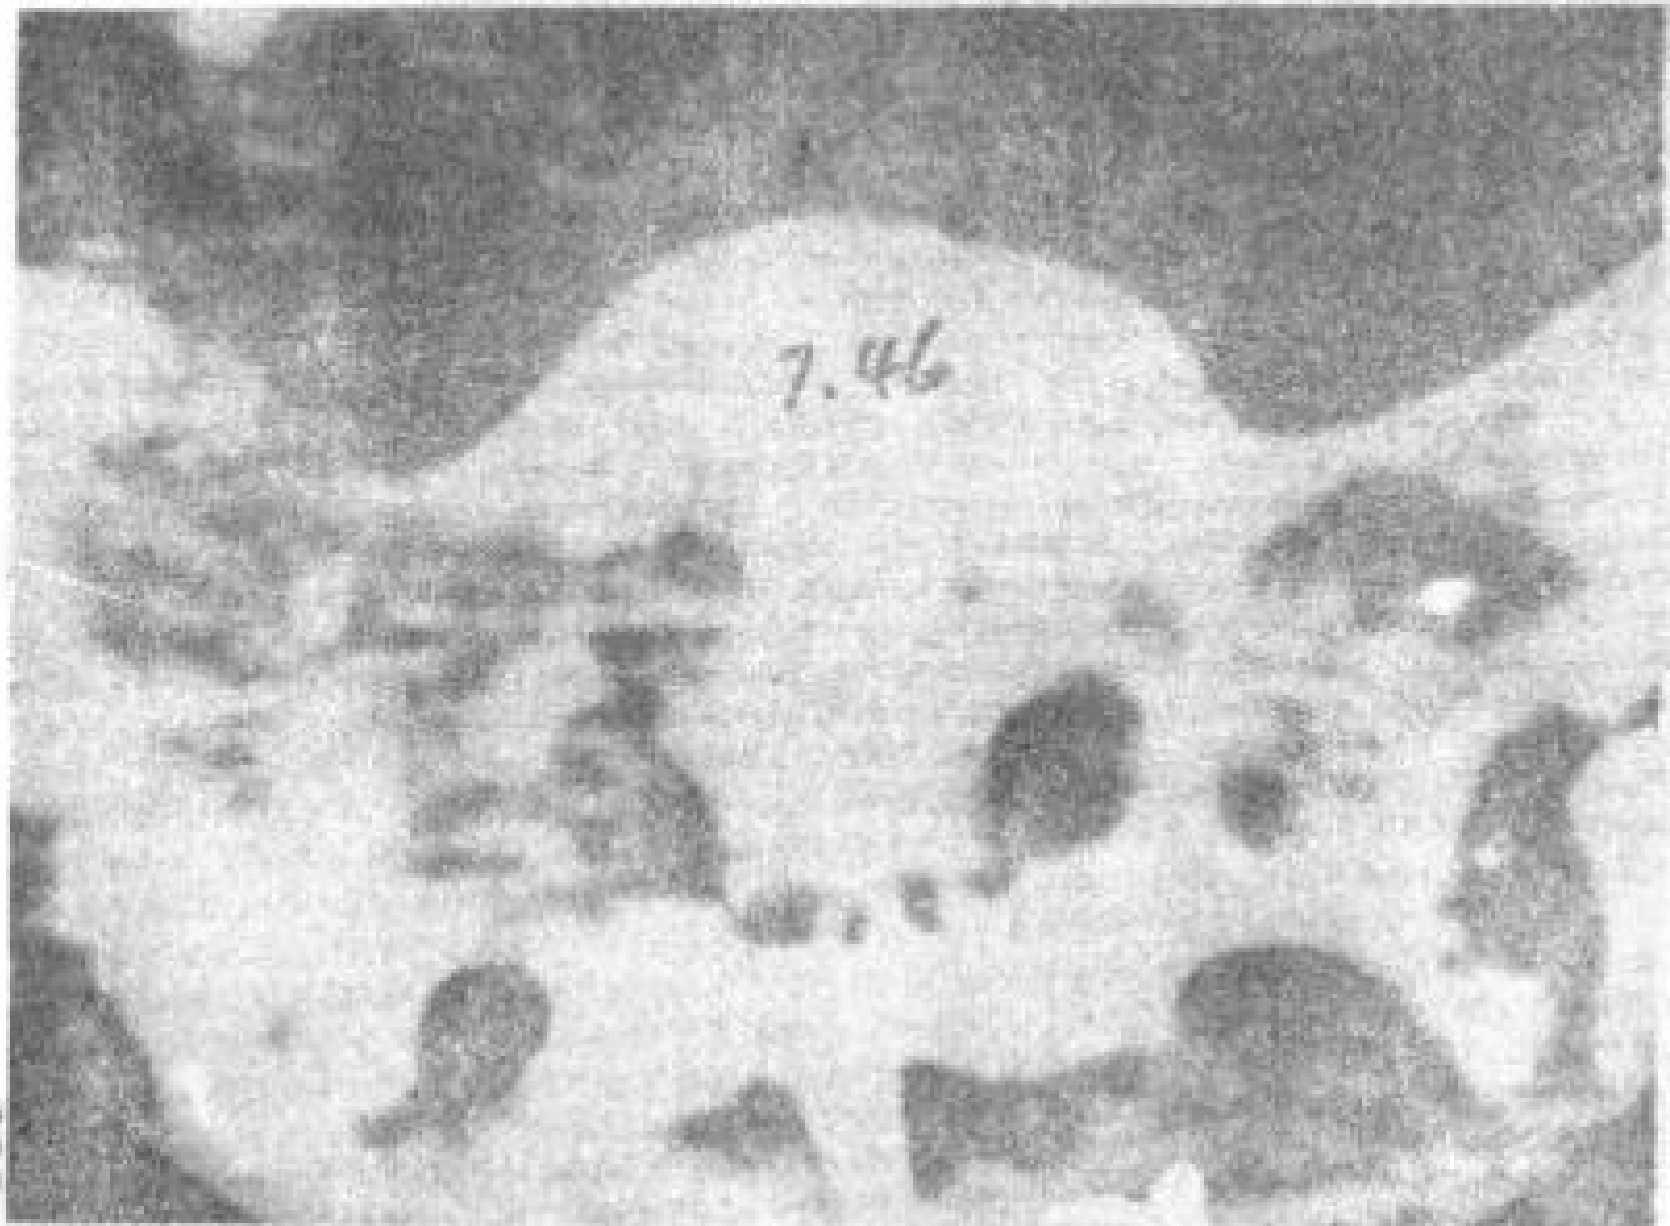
乳腺癌转移至骶骨。S<sub>1</sub> 平面 CT 横断, 骶骨广泛溶骨性破坏。由于肿瘤使右侧腰骶干移位。
